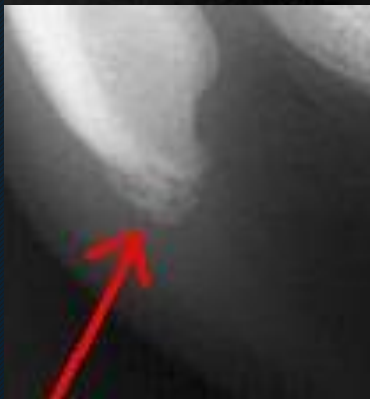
The severity of Osgood-Schlatter disease in the epiphyseal stage on radiographic findings. (A) Grade I, upheaval or slight elevation of the tibial tuberosity; (B) grade II, radiolucency of the tibial tuberosity; (C) grade III, fragmentation of the tibial tuberosity.
